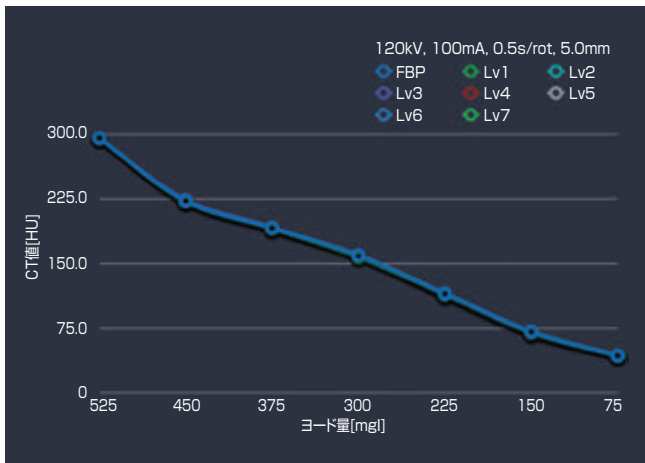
Intelli IP(Advanced) CT値の変化
